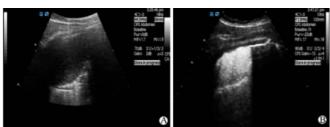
同侧胸腔内两个相邻的积液区(A,C)在口服超声造影剂后的不同表现(B,D)
